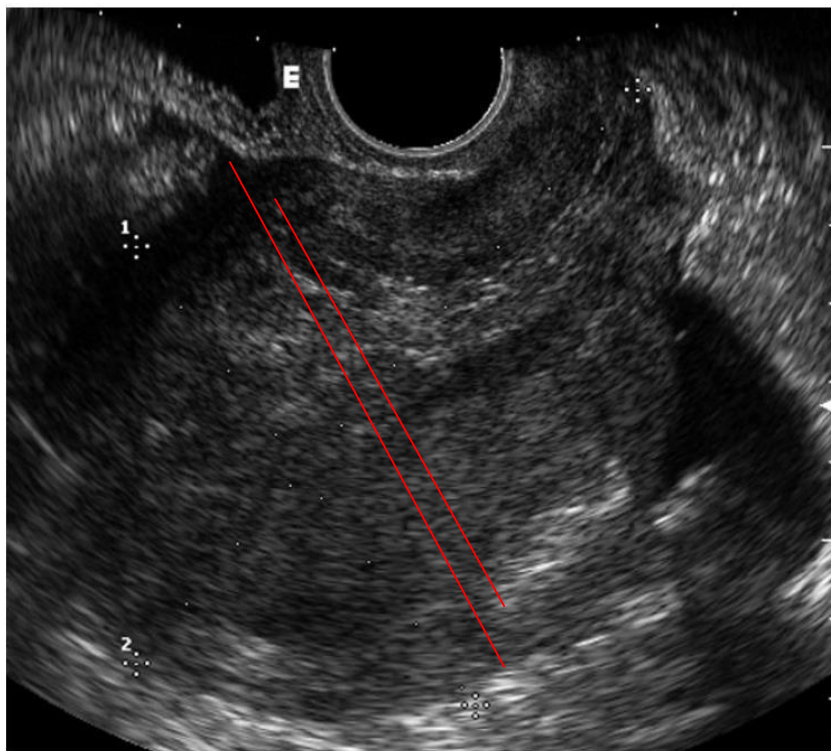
Transvaginal sonographic image of a Stage Ic endometrial cancer. The longitudinal section shows hyperechogenic endometrial echoes with an ill-defined contour extending through the uterine myometrium.
